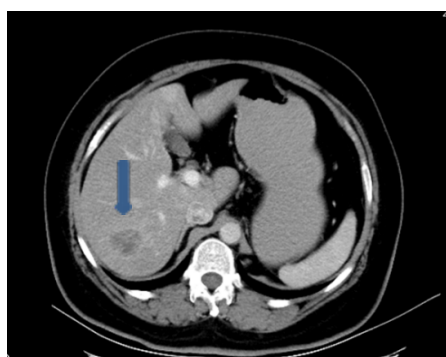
增强CT示类圆形低密度区伴环状强化（箭头处所示）
